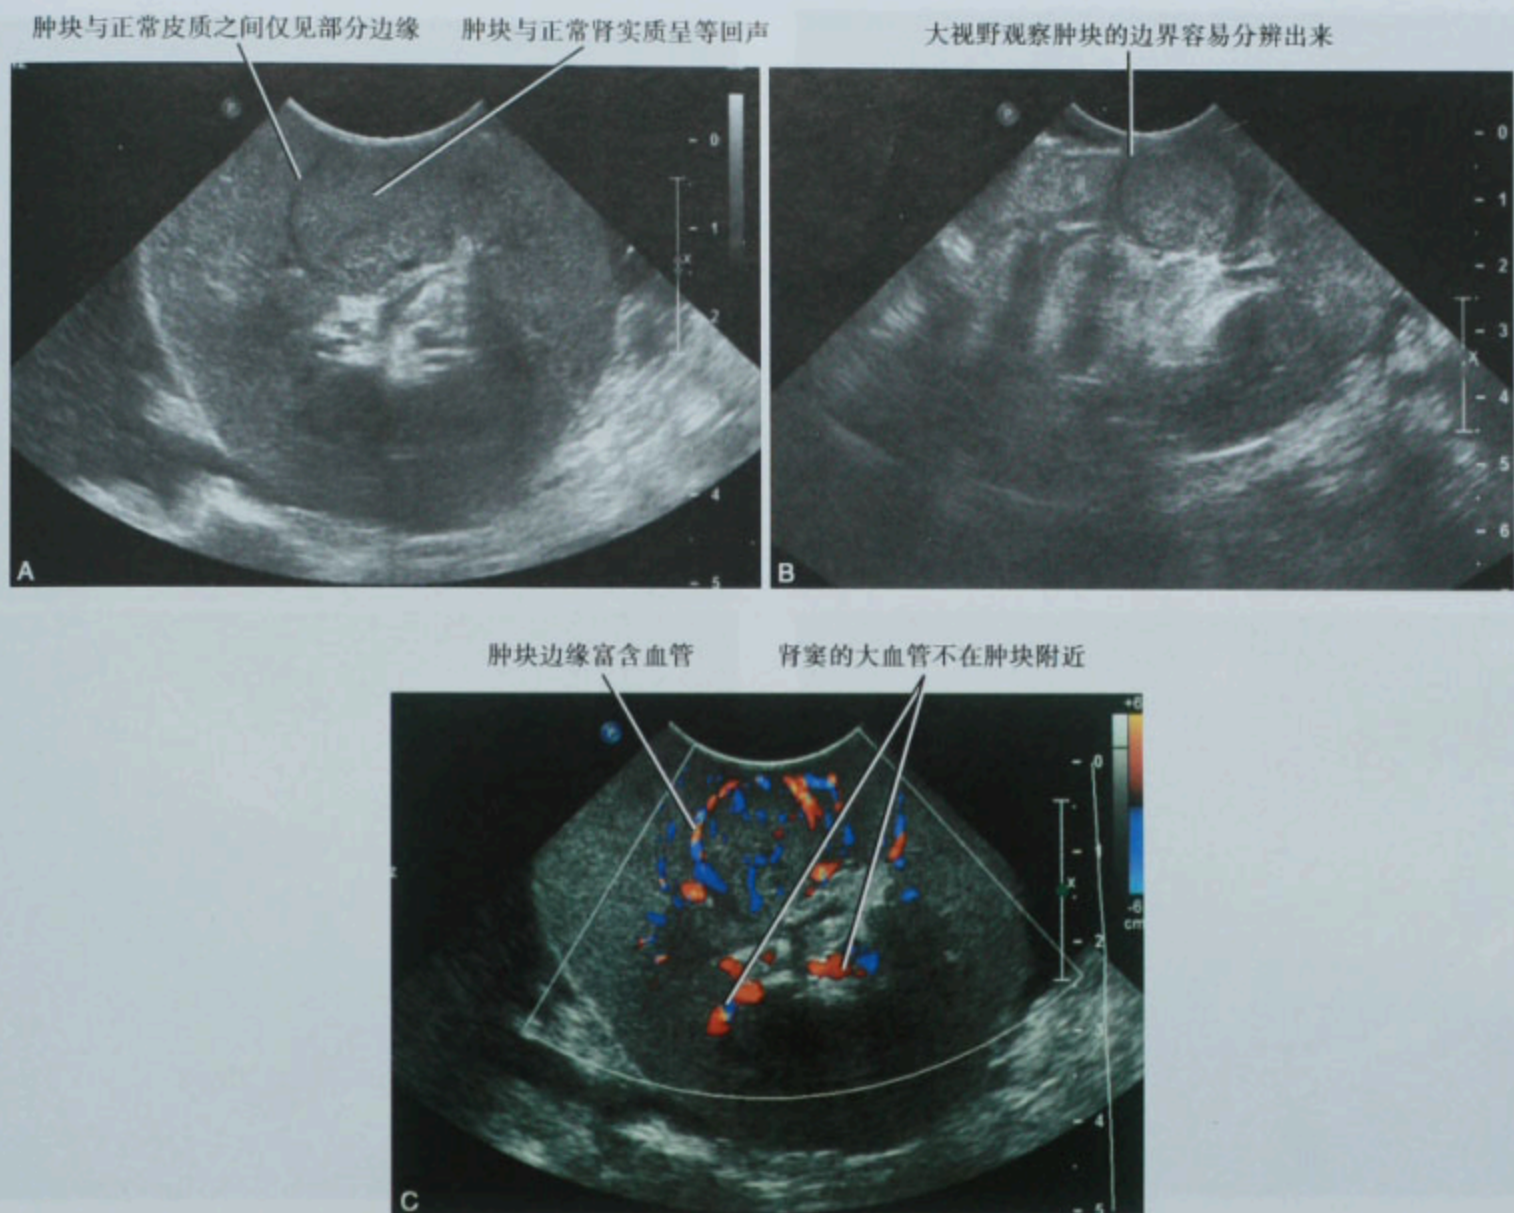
肾部分切除术术中超声图像:A. 最初的图像、等回声的肿块与正常肾皮质难以区分;B. 增加深度,扩大视野后图像更清晰;C. 彩色多普勒定位中央血管
